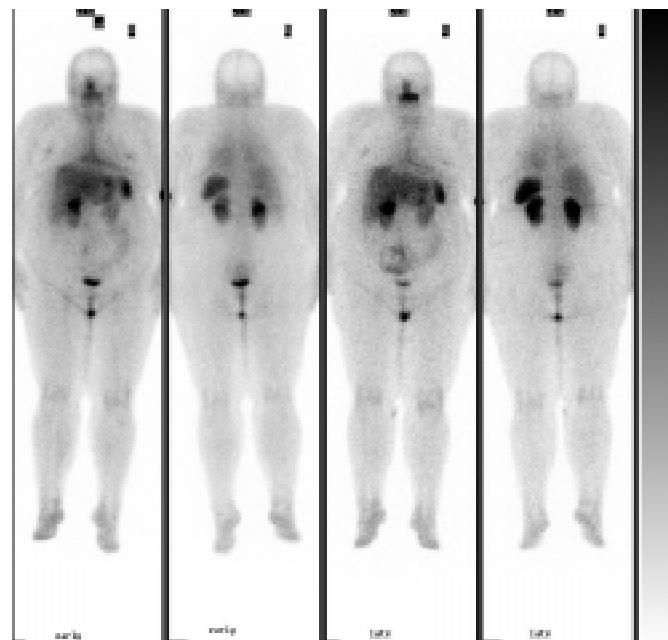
Пацієнта Л., 50 років. Діагноз: НЕП лівої легені. Сцинтиграфічні ознаки специфічних (нейроендокрініх) утворів у лівій легені, черевній порожнині
